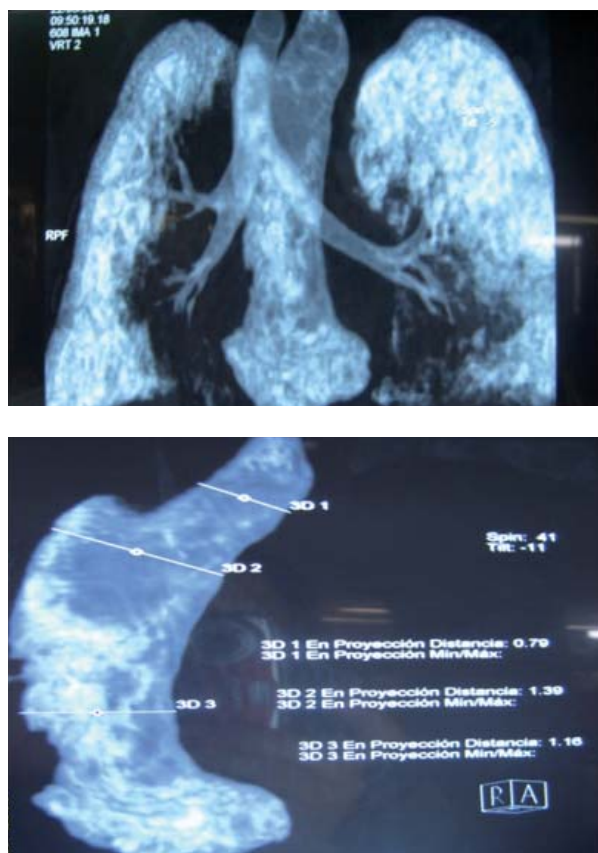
Reconstrucción tridimensional de tomografía.
